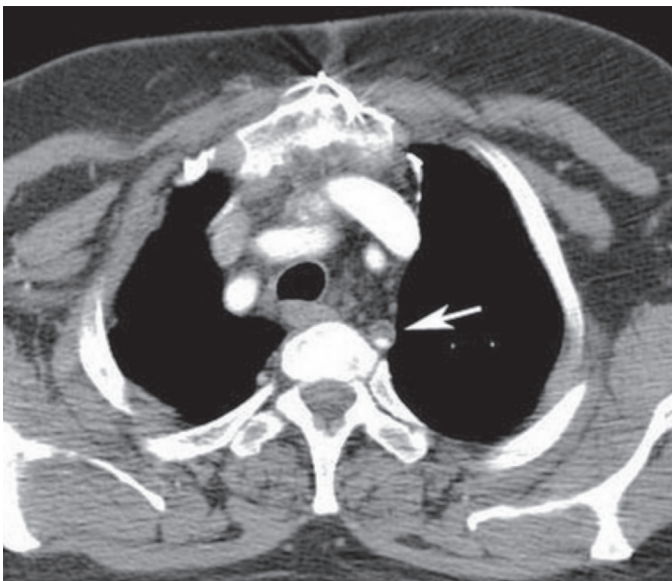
Contrast-enhanced chest computed tomography, axial image, shows stenosis at the proximal part of the left subclavian artery (arrow). Note also the sternal wires and metallic clips in the mediastinum
